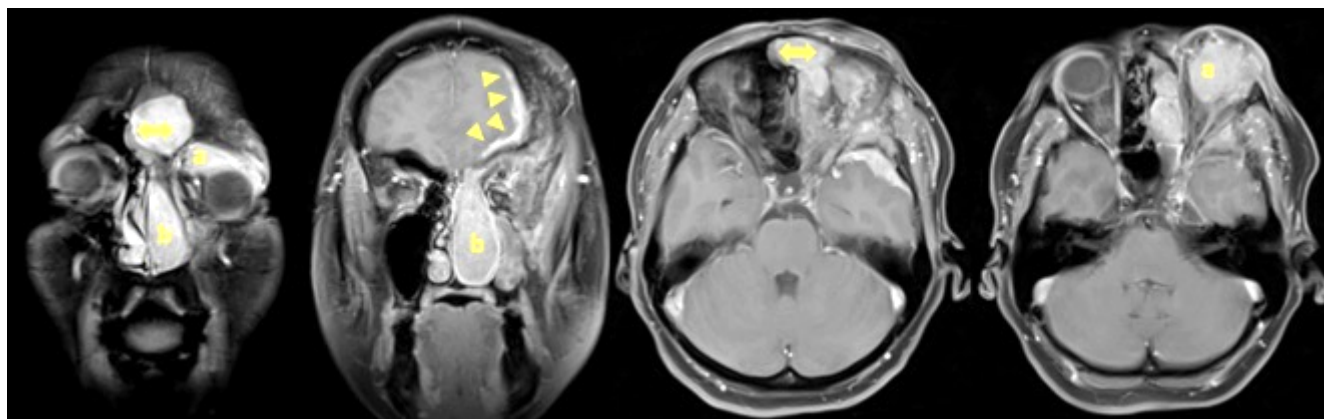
Пример краниоорбитальной менингиомы с вторичным срединным распространением (МРТ в режиме T1 с контрастным усилением). Опухоль обширно поражает крылья клиновидной кости, «стелется» вдоль чешуи лобной и височной костей (треугольники), формирует узел в верхнемедиальных отделах глазницы (а), полости носа и околоносовых пазухах слева (б). Обращает внимание распространение опухоли в правую лобную пазуху через тонкую межпазушную перегородку (\Leftrightarrow)
